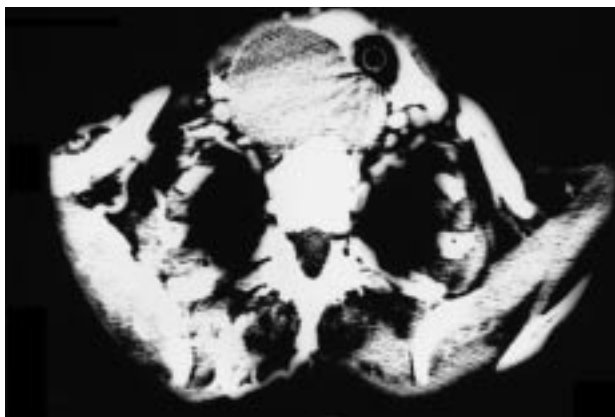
TC torácica. Se observa una gran masa mediastínica, originada en el parénquima tiroideo, y que desvía la tráquea. Se aprecia, asimismo, la existencia de circulación colateral a través de las venas intercostales derechas.
